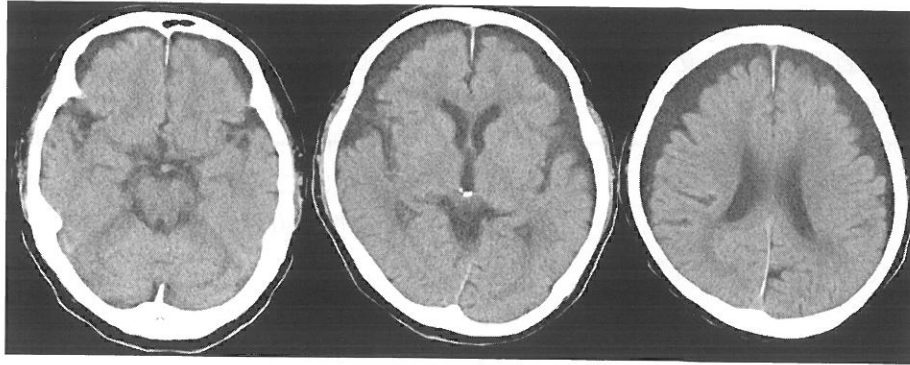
頭部 CT (1/21) 前頭葉, 側頭葉主体の脳萎縮あり
